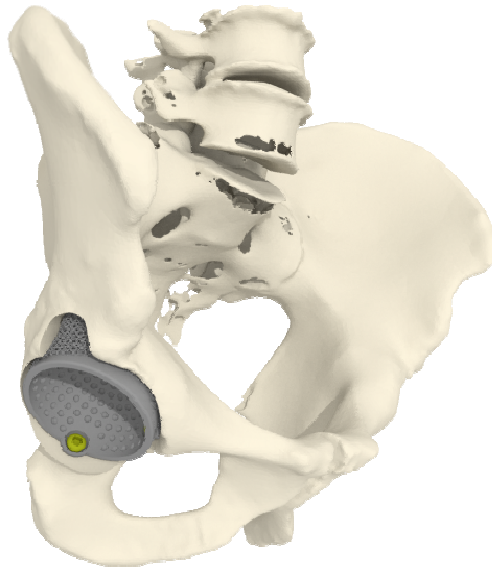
Объёмная модель имплантата, подготовленная по данным КТ, вид имплантата снаружи
